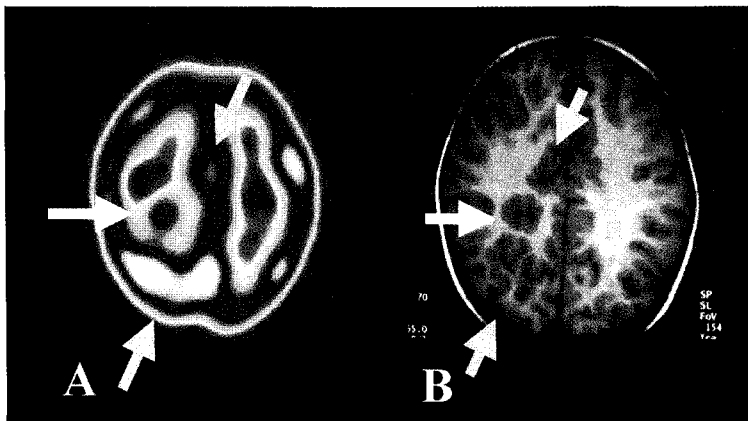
(A) A 6-year-old male with pathological grading 2 of cortical dysplasia had normal cortical uptake in the white matter of the right frontal lobe (white arrow) and moreover hyperperfusion in the two foci of cerebral cortex (yellow arrow) on interictal Tc-99m ECD SPECT. (B) T1-weighted MRI showed heterotopic cortex (white arrow) and infolding gyrus (yellow arrow) at that sites of the frontal lobe.
